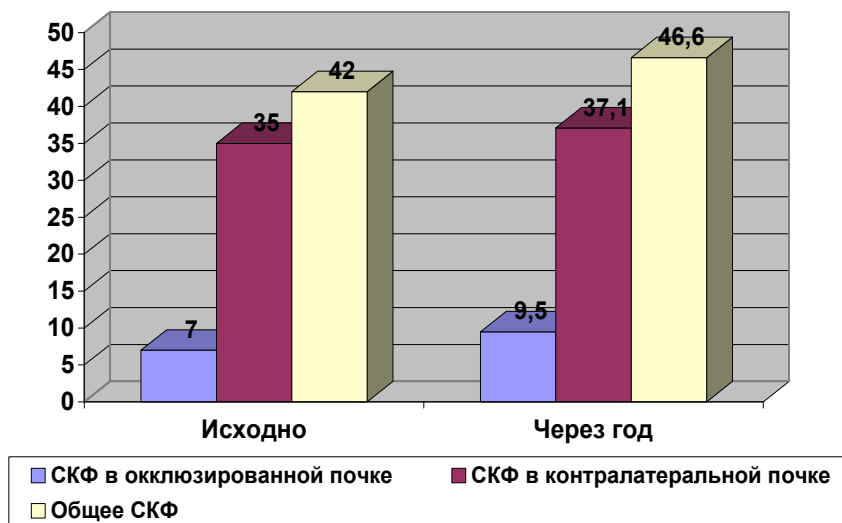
Динамика СКФ по данным нефросцинтиграфии исходно и через $12 \pm 1,26$ месяцев. Примечание: * = $p < 0,05$.
